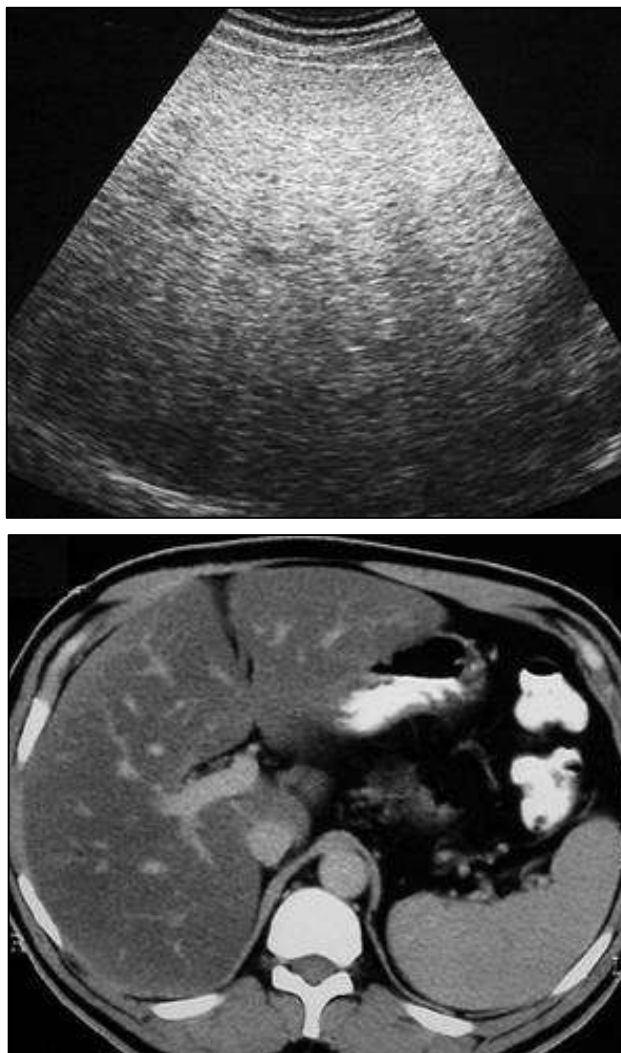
Esteatosis hepática en ecografía (superior) y TC (inferior).
